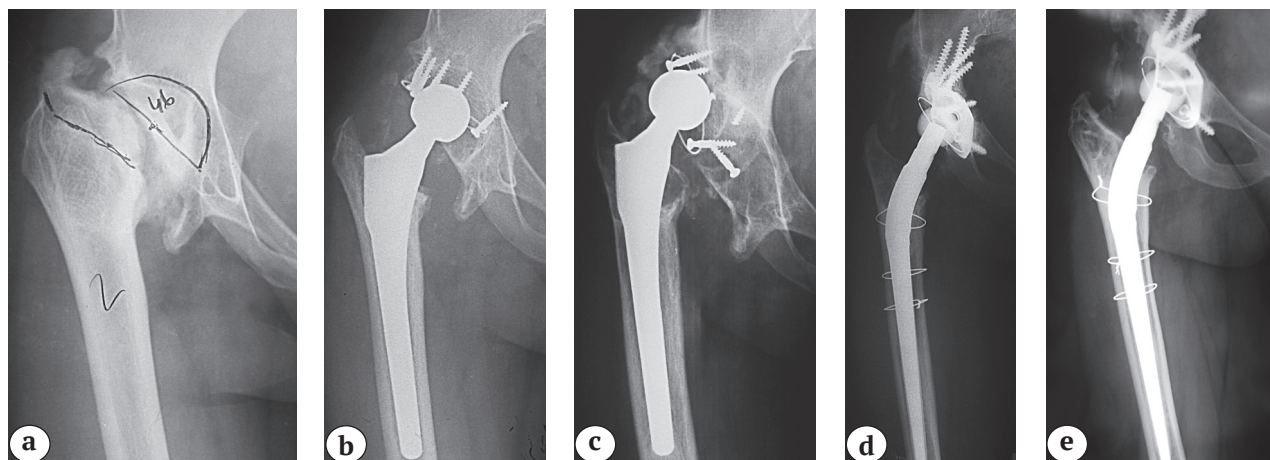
Рентгенограммы больной 16 лет:
